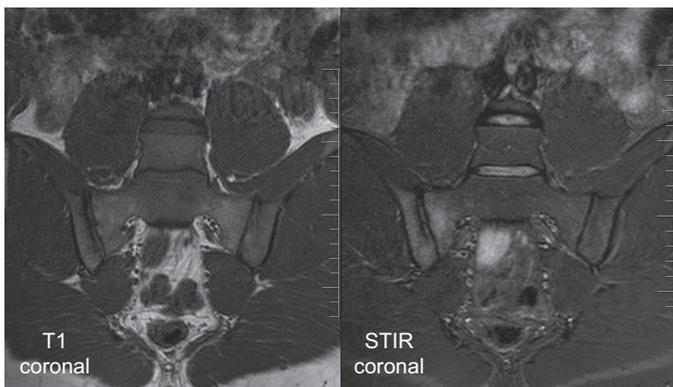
Resonancia magnética de articulaciones sacroilíacas en T1 y STIR (*short time inversion recovery*) en plano semicoronal. Presenta una señal hiperintensa subcondral en STIR en la articulación sacroilíaca derecha.
